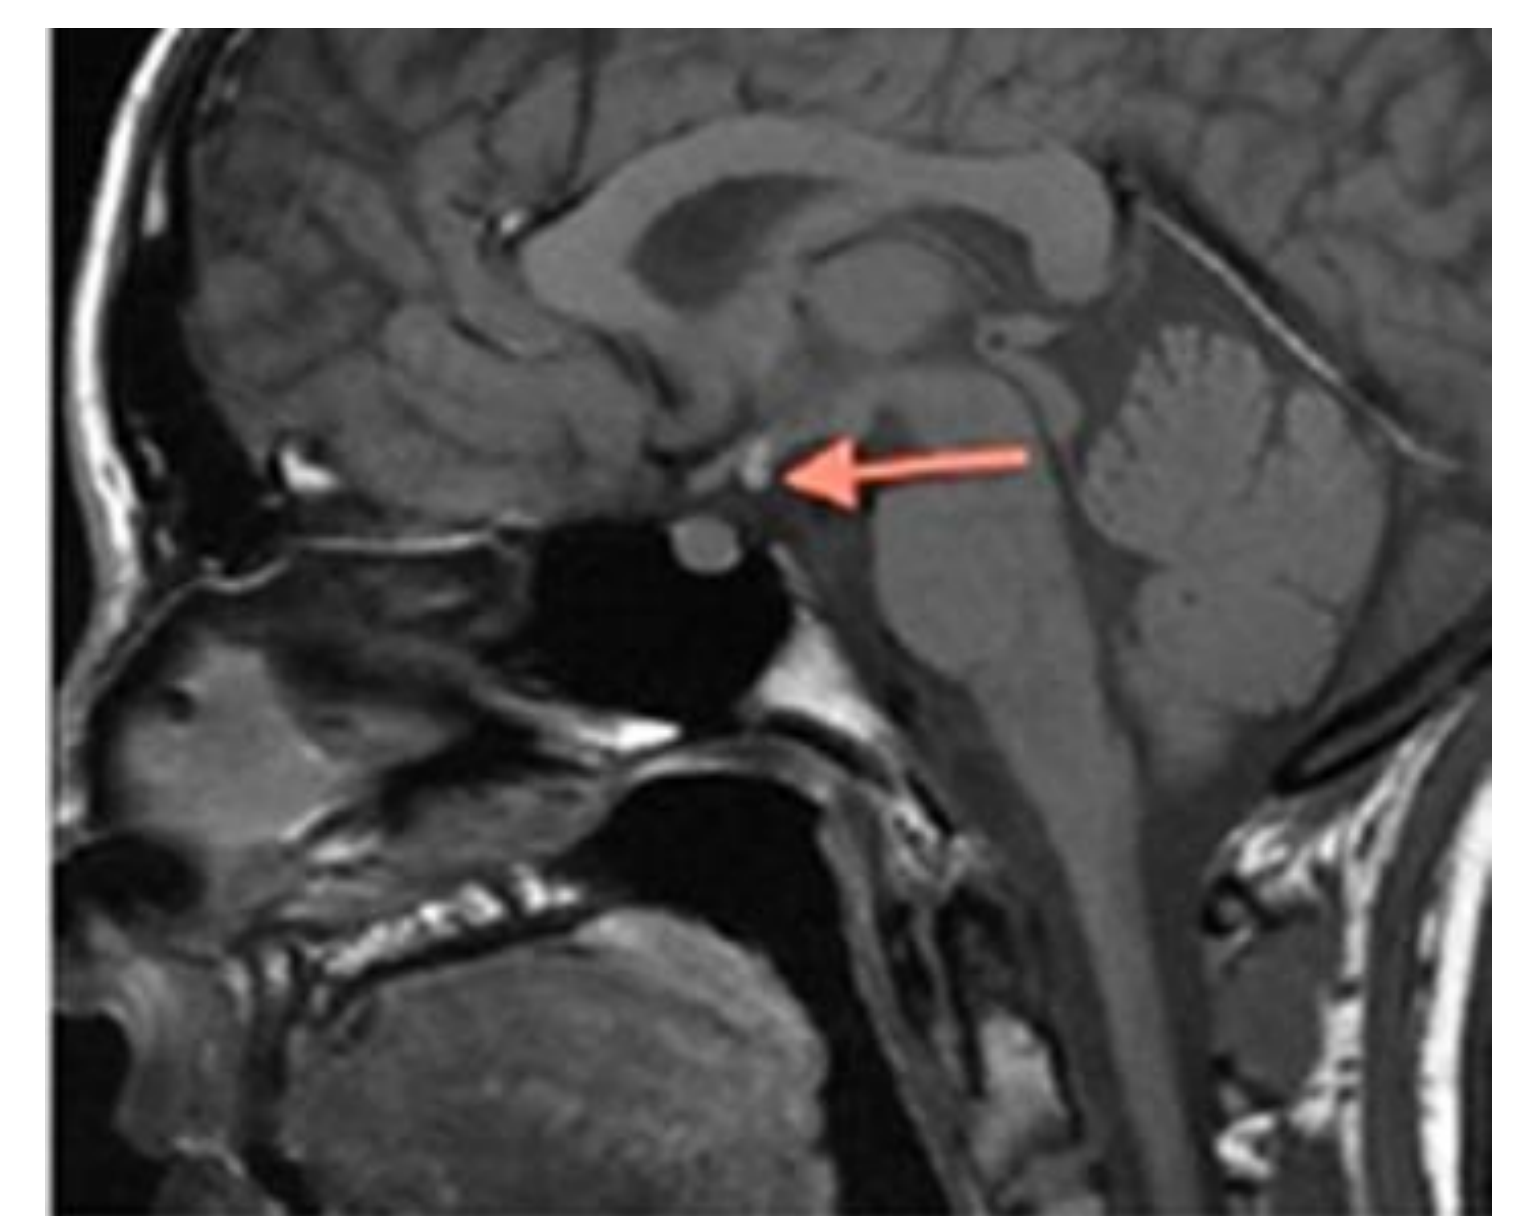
Patient 1, IRM cérébrale, T1 sagittale, Interruption de tige pituitaire
